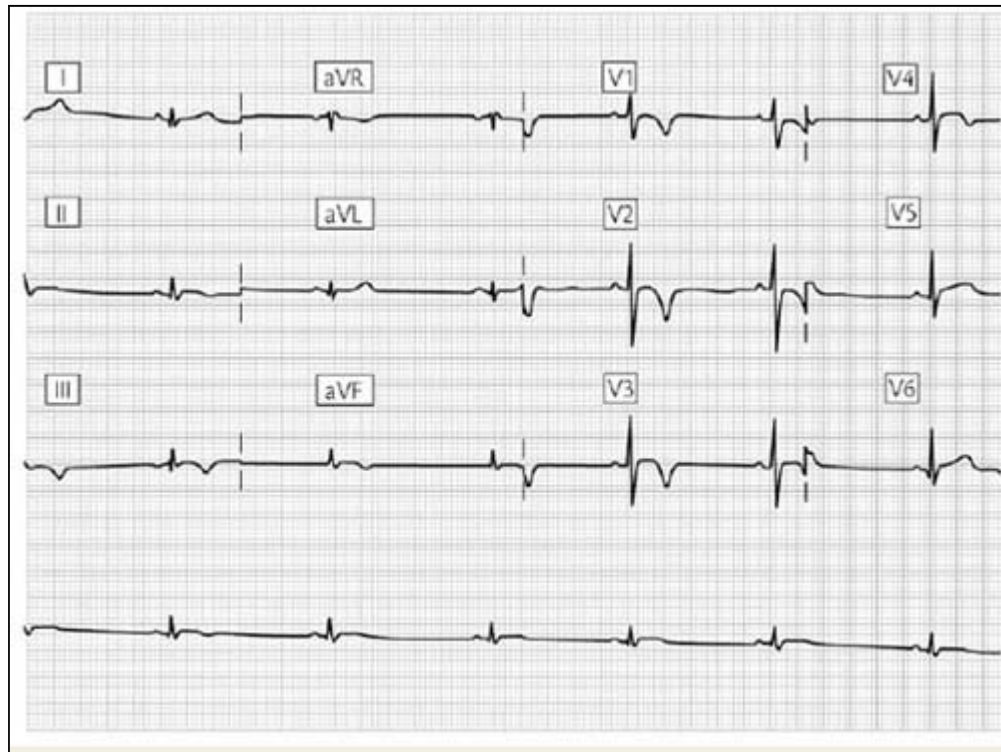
Atleta con displasia arritmogénica de ventrículo derecho, se observan ondas T negativas a nivel anteroseptal e inferior y complejos de bajo voltaje en las derivaciones frontales. El diagnóstico se estableció tras realizar un ecocardiograma y una resonancia magnética.
